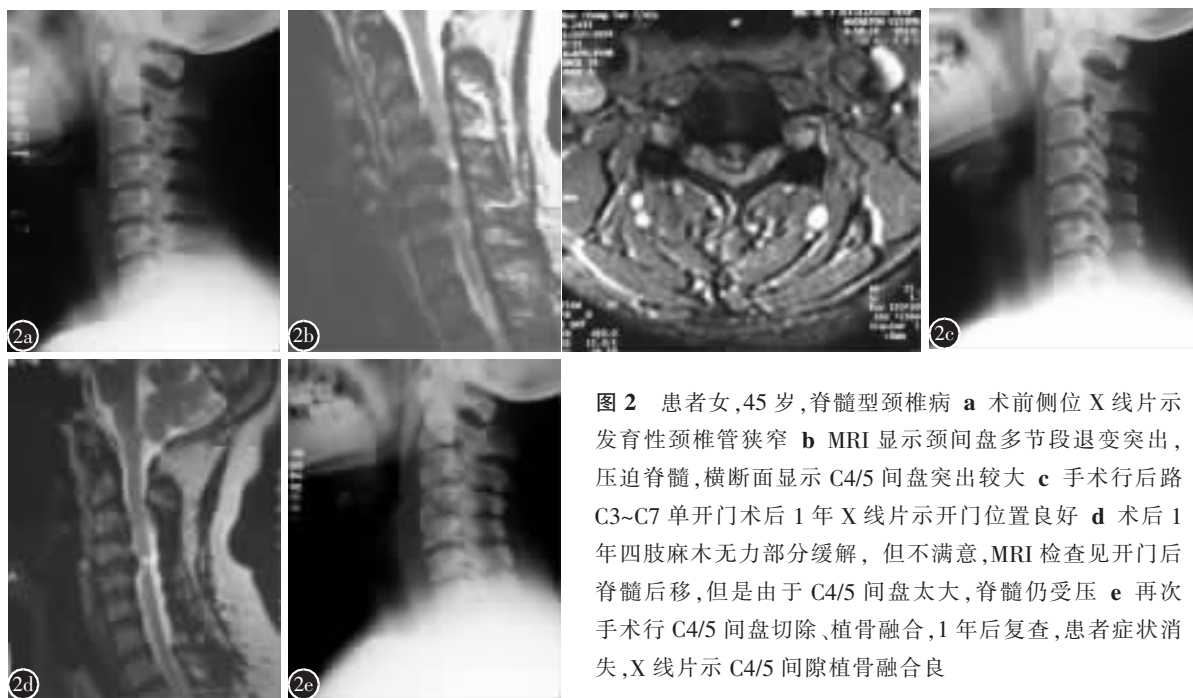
患者女, 45 岁, 脊髓型颈椎病 a 术前侧位 X 线片示发育性颈椎管狭窄 b MRI 显示颈间盘多节段退变突出, 压迫脊髓, 横断面显示 C4/5 间盘突出较大 c 手术行后路 C3~C7 单开门术后 1 年 X 线片示开门位置良好 d 术后 1 年四肢麻木无力部分缓解, 但不满意, MRI 检查见开门后脊髓后移, 但是由于 C4/5 间盘太大, 脊髓仍受压 e 再次手术行 C4/5 间盘切除、植骨融合, 1 年后复查, 患者症状消失, X 线片示 C4/5 间隙植骨融合良
